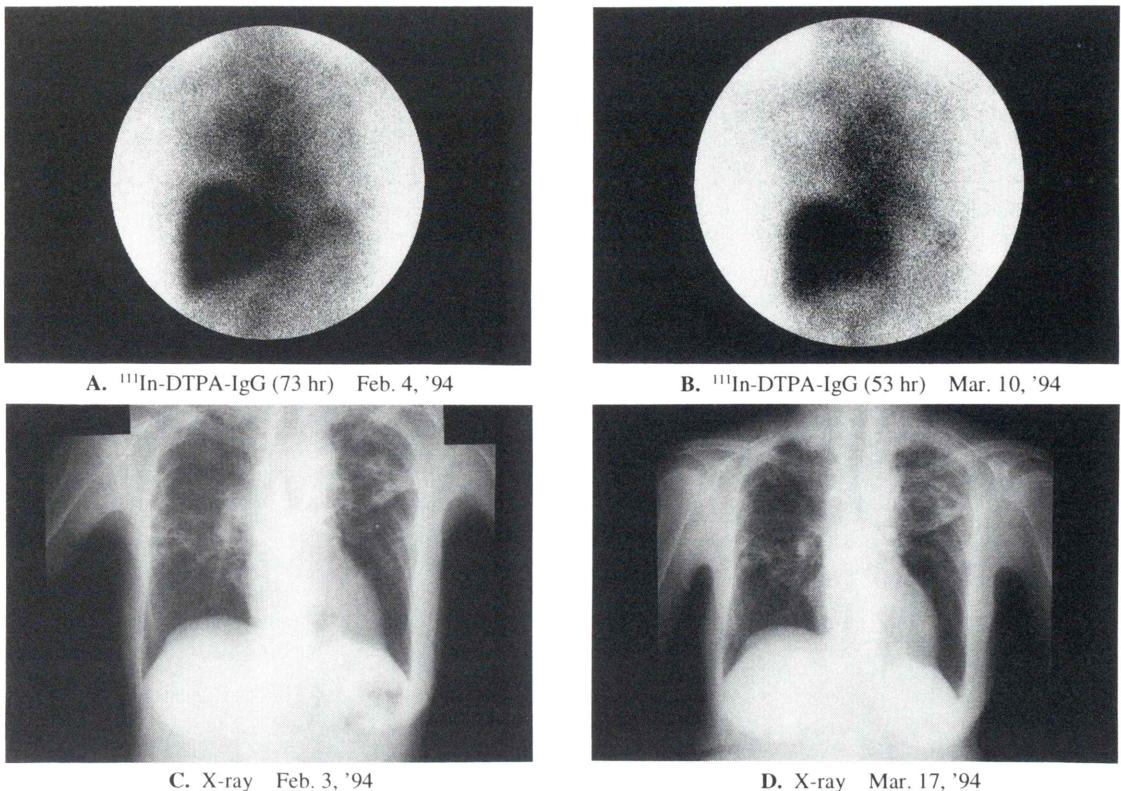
Case 2: An 84 yr-old female with pneumonia. ¹¹¹In-DTPA-IgG image of the chest before treatment shows increased uptake in the right middle lobe (A), which disappeared after antibiotics treatment for 7 days (B). An old infectious focus in the left upper lobe seen on X-ray image (C) shows no change by the treatment (D).
